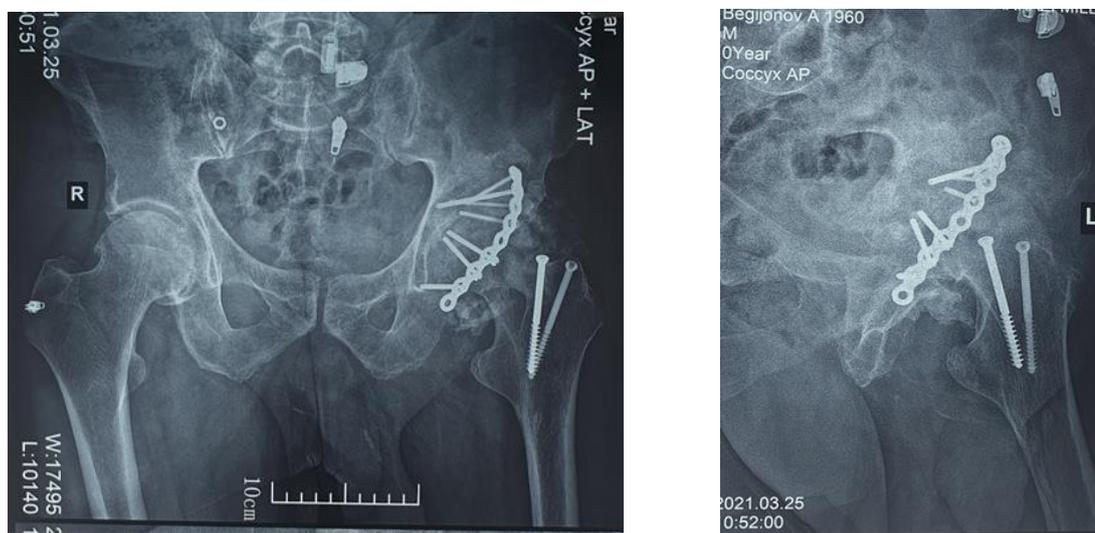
Рентгенограммы больного А., моменты операции и после остеосинтеза таза
